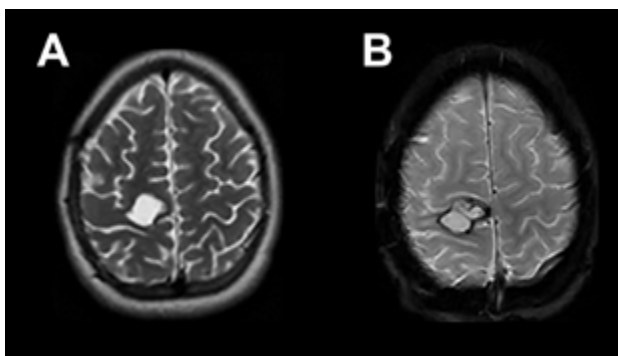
RMN. A) Corte axial ponderado en T2. Se observa imagen redondeada en topografía del área precentral derecha compatible con lodge quirúrgica conteniendo LCR. B) Corte axial ponderado en GRE. Se observa halo hipointenso correspondiente a restos de hemosiderina.
